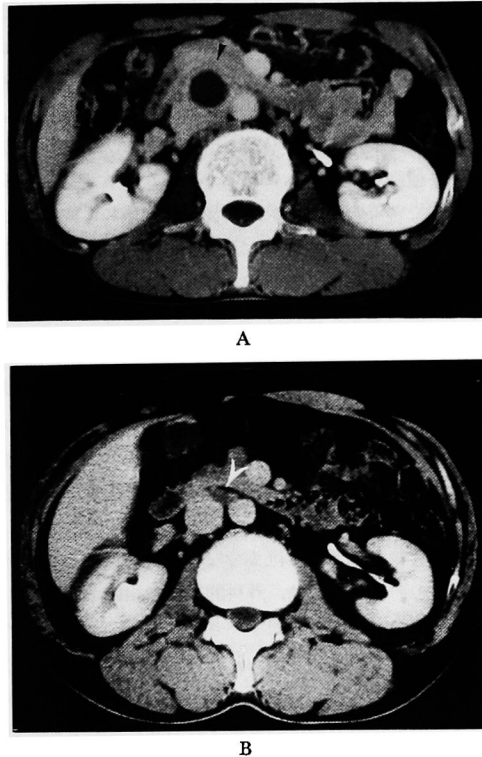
A: CT scan of case 4 before treatment shows retroperitoneal tumor 2.2 cm in diameter. B: CT scan 8 months after the start of treatment shows a residual small mass 0.7 cm in diameter.
